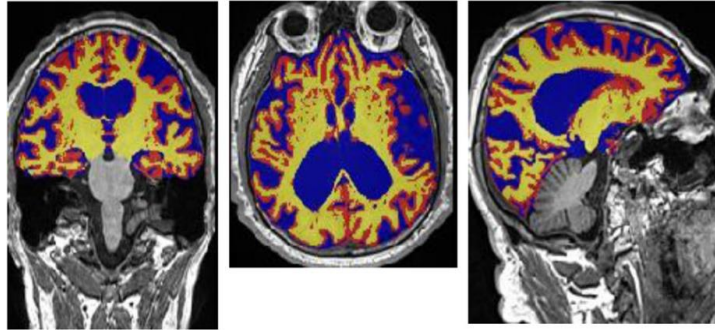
imagen de resonancia magnética cerebral que muestra una atrofia cerebral severa. (34)
